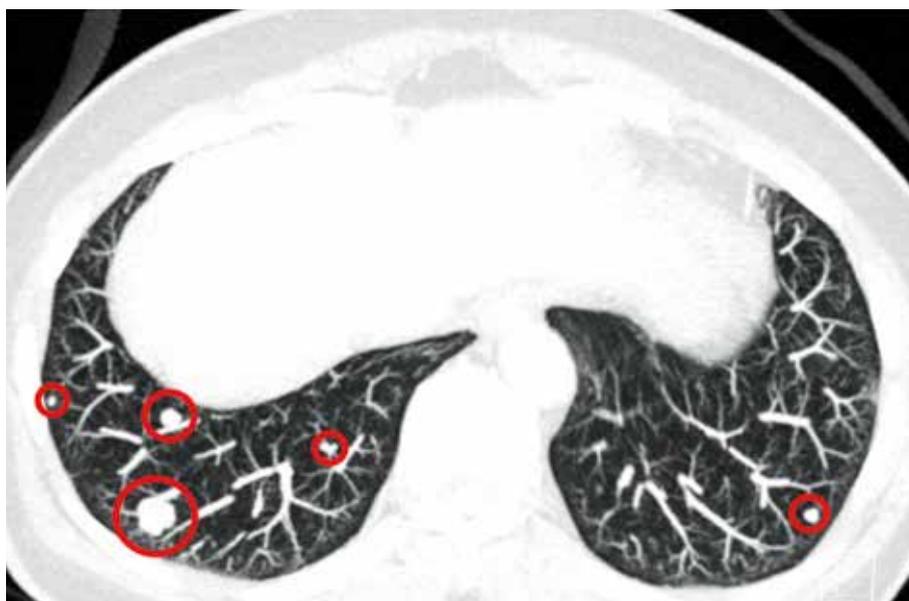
Prä-operatives CT-Thorax eines Patienten mit primärem Chondrosarkom und multiplen, bilateralen Lungenmetastasen
